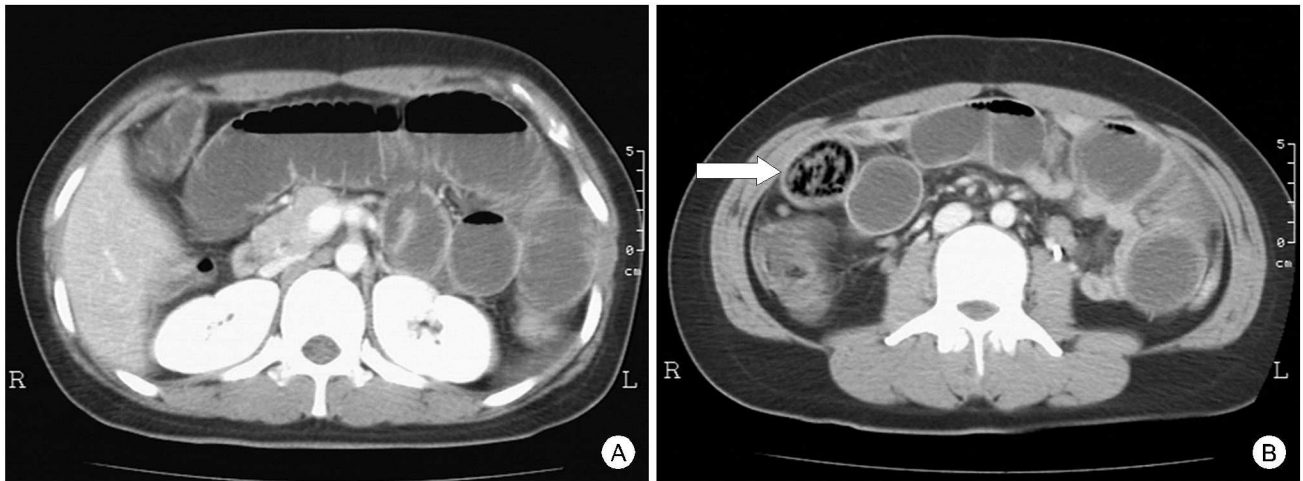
Abdominal CT findings. (A) It shows small bowel loop distension with bowel wall edema and air-fluid level. (B) In the mid-ileum level, a migrated gas-containing gastric phytobezoar (arrow) lead to this small bowel mechanical obstruction.
